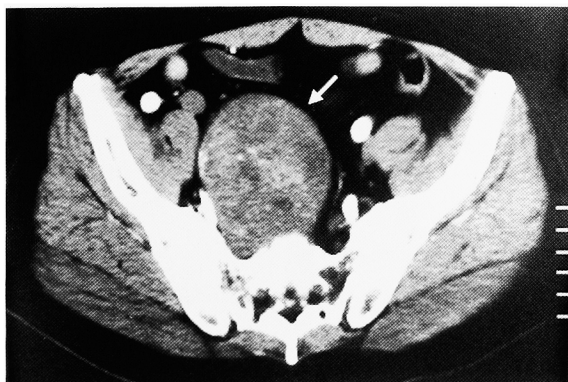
Dynamic computed tomography demonstrates a slightly enhancing, heterogeneous solid mass in the pelvis (arrow).
